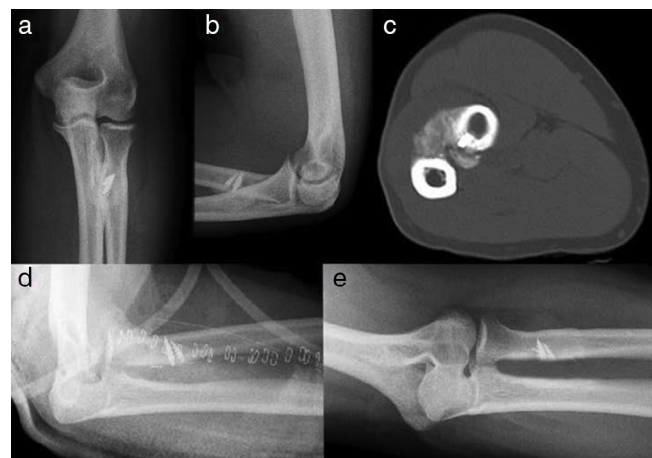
En las imágenes (a) y (b) se muestran las radiografías anteroposterior y lateral, y en la (c) la TAC donde se aprecia la sinostosis generada tras la implantación de arpones para la reinserción del tendón del bíceps. En la línea inferior se muestra la radiografía postoperatoria (d), y al año (e) con ausencia de la sinostosis.
